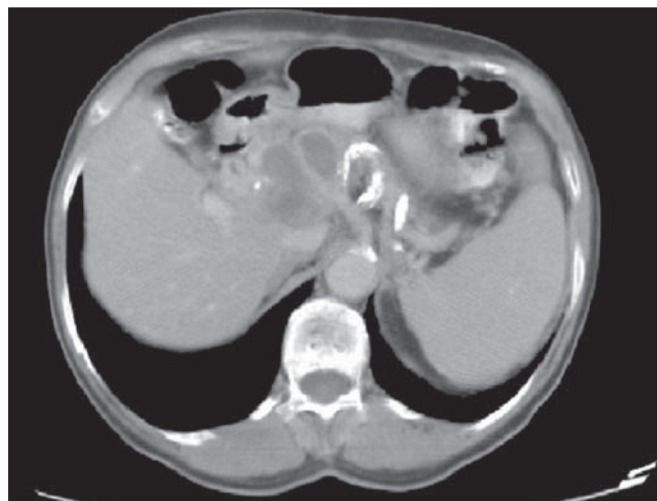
TC de abdome na fase portal revelando conglomerado linfonodal com áreas hipodensas sugestivas de necrose ou liquefação em região peripancreática, associado a esplenomegalia.
